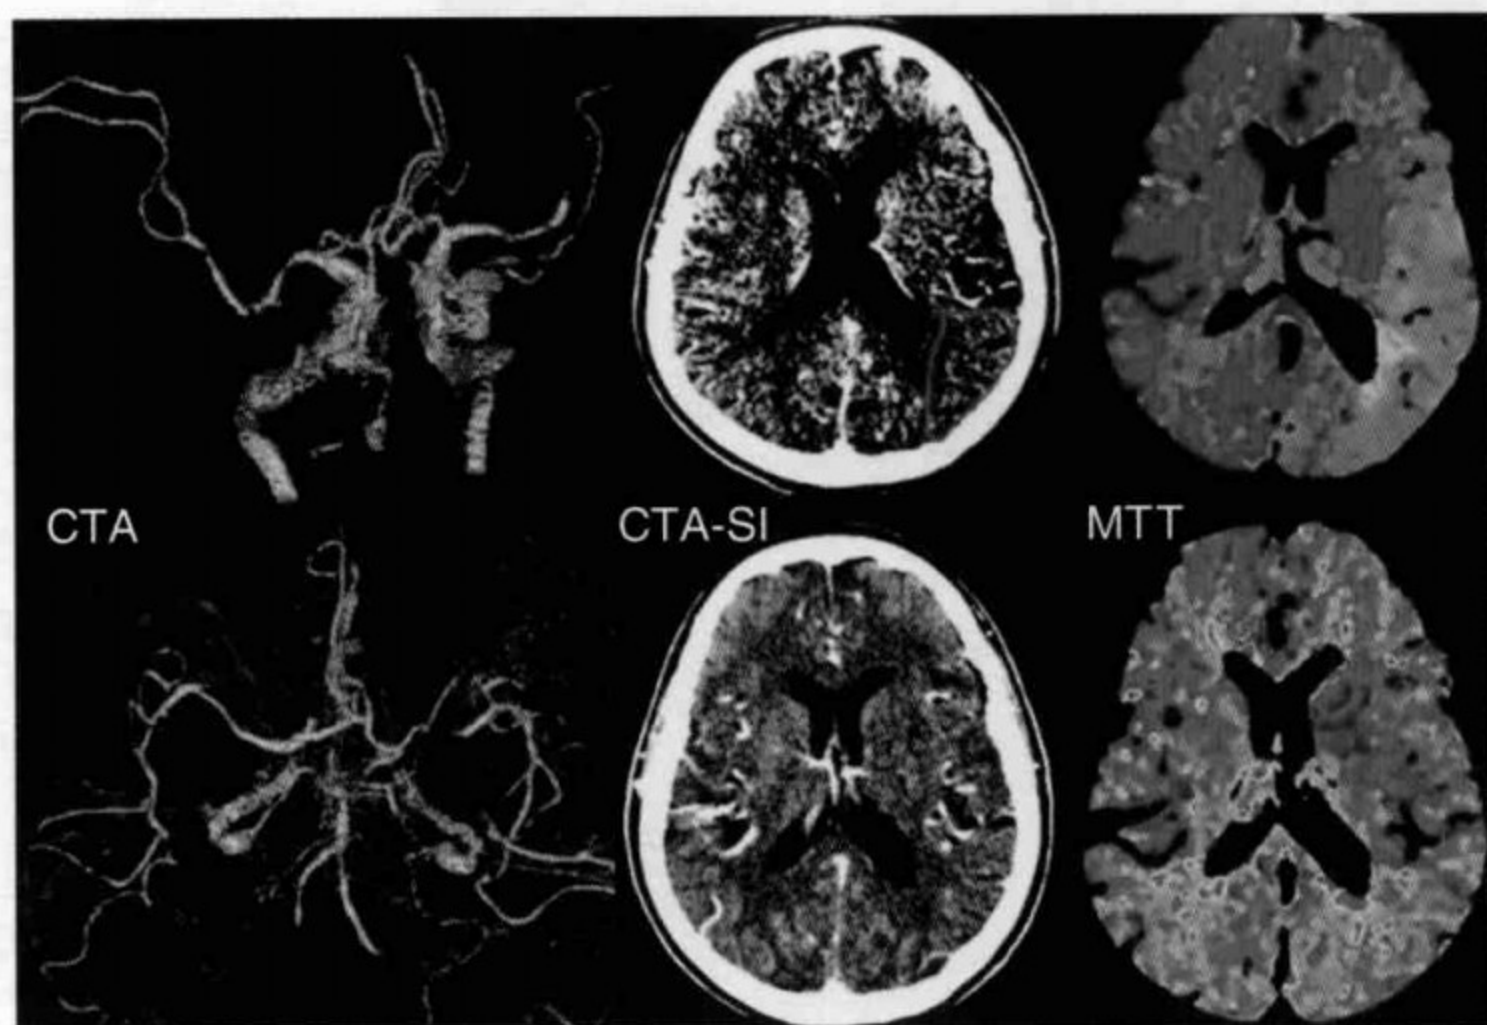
一站式 CT 指导下的溶栓治疗前后CT 图像
